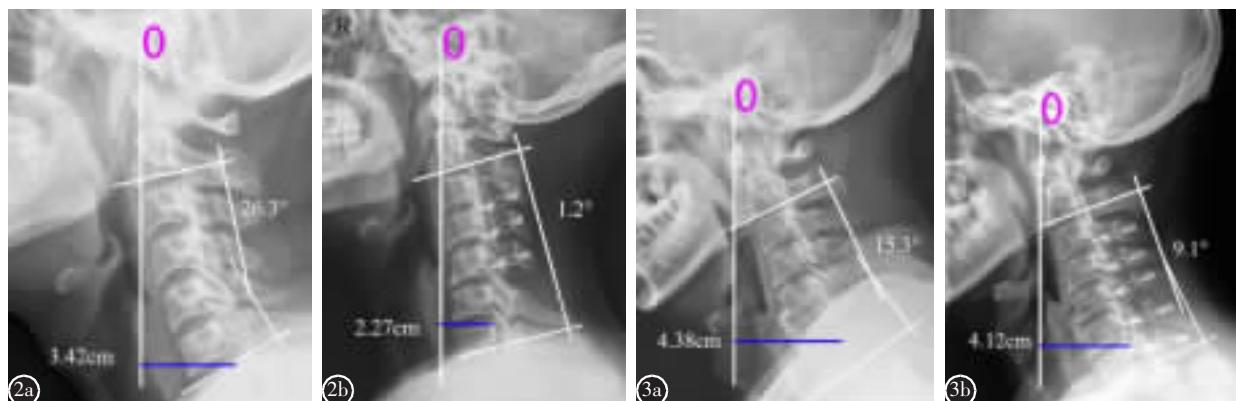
典型病例 a 50岁男性患者,术前颈椎侧位X线片示CGH-C7 SVA为3.42cm b 行后路单开门椎管扩大成形术后1年复查颈椎侧位X线片示曲度明显减低(由术前26.3°降为1.2°,同时C5/6出现明显骨赘)并出现明显轴性痛症状
